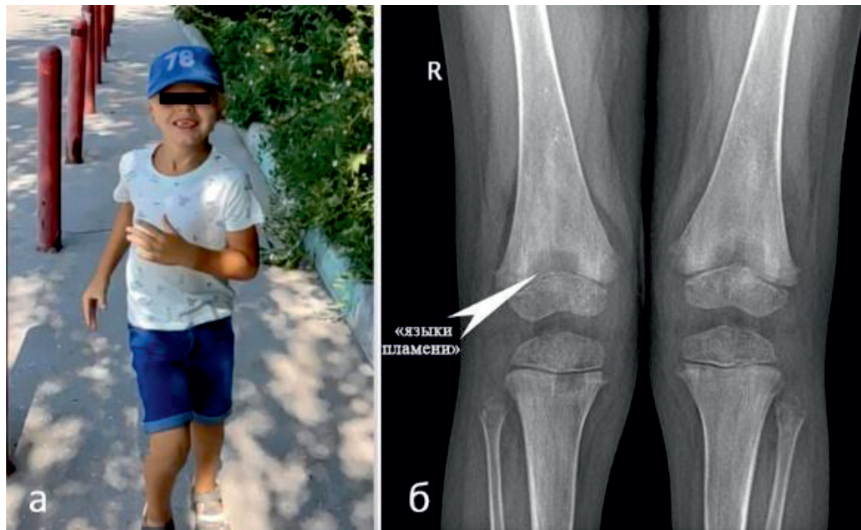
Симптомы заболевания: выпадение молочных зубов на фото (а), рентгенограмма коленных суставов (б)
